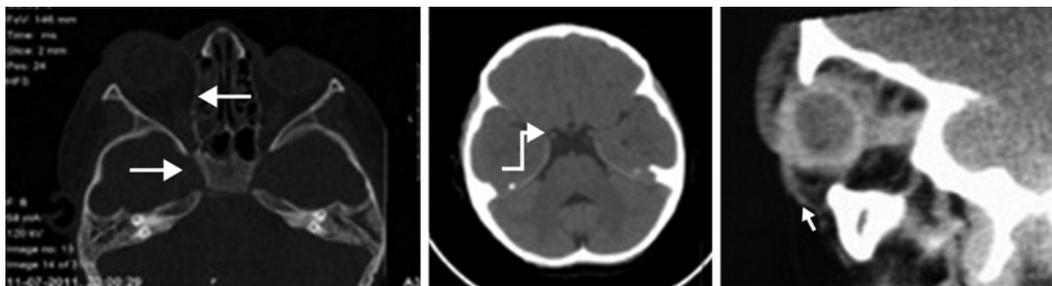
TC CE e orbitária. As setas mostram preenchimento das células etmoidais, abaulamento da parede externa do seio cavernoso direito. Estreitamento do calibre da carótida interna cavernosa.
